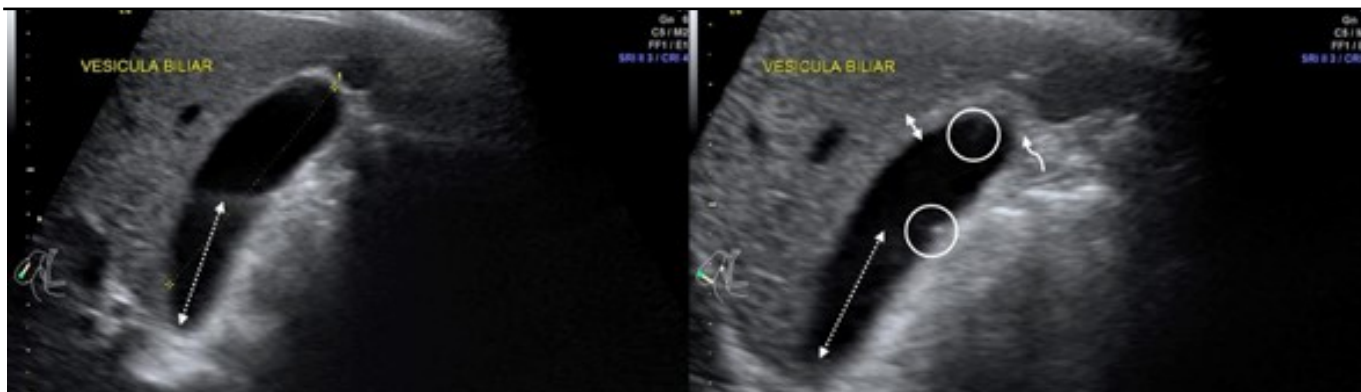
Imagen de ultrasonido en escala de grises que muestra una adenomiomatosis de vesícula biliar de tipo difuso con una masa hiperecogénica (flecha doble punteada) y un engrosamiento difuso de la pared (flecha doble) que contiene múltiples quistes pequeños (flecha curvas) que representan artefactos RAS y cola de cometa (círculos) que se traduce en agregados de colesterol.
